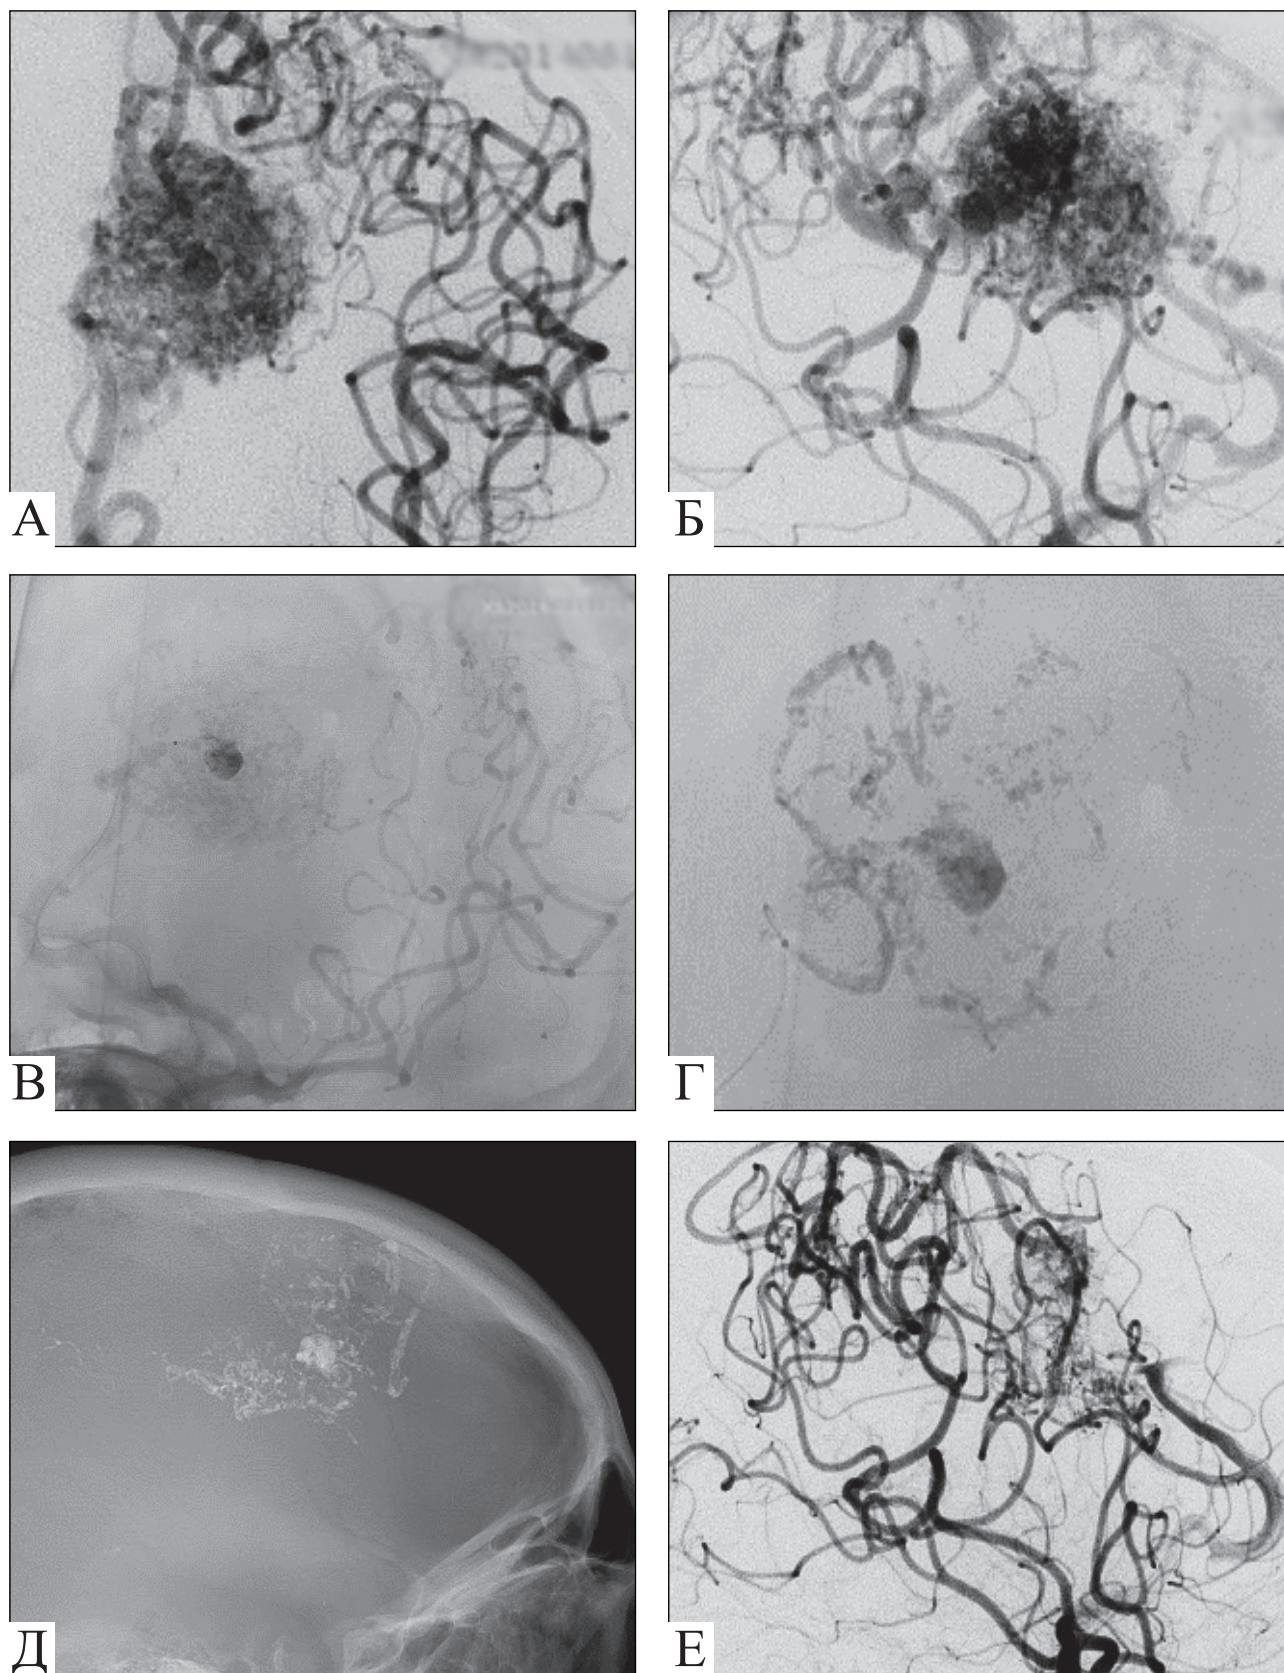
Хвора Б., 47 років, геморагічний дебют захворювання: А — ЦАГ: АВМ з інтранідальною аневризмою (пряма проекція); Б — ЦАГ у бічній проекції: АВМ лівої лобно-тім'яної ділянки із інтранідальною аневризмою; В — нативна інтраопераційна ЦАГ: оклюзія інтранідальної аневризми емболізатом; Г — оклюзована порожнина аневризми та заповнення структури АВМ емболізатом; Д — нативна рентгенографія демонструє емболізат в інтранідальній аневризмі та структурі АВМ; Е — контрольна ЦАГ наприкінці операції: аневризма не заповнюється, часткове виключення АВМ із кровообігу
